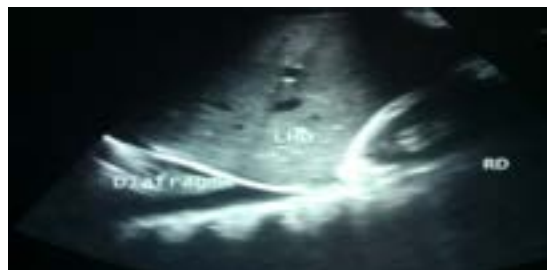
Ultrasonografía de abdomen superior
